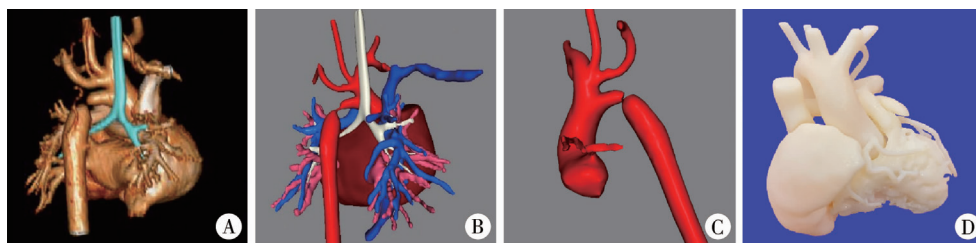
儿童主动脉缩窄3D打印图片 A:患者术前CT图像重建显示主动脉缩窄处仅见线性连接; B:3D软件重建患者心脏及其大血管连接模型; C:模拟切除后患者主动脉重建情况; D:基于挤出沉积技术打印的生物3D心脏模型
